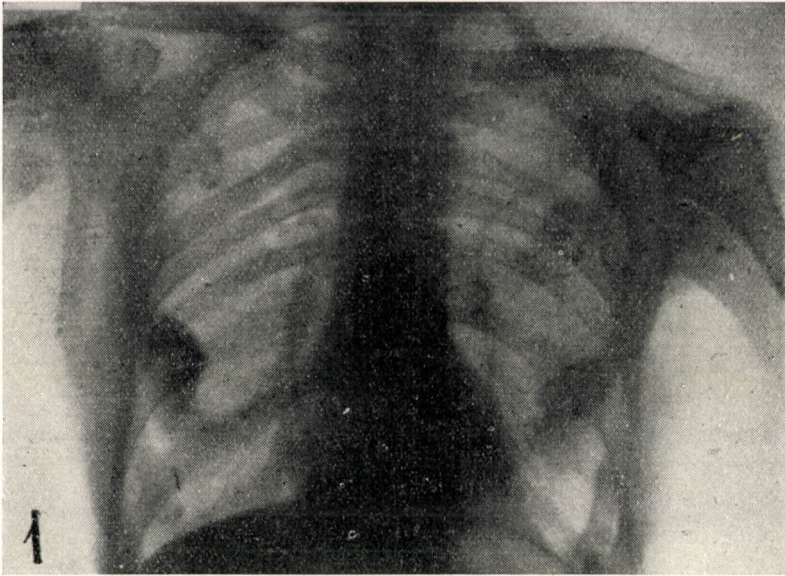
Röntgenaufnahme des knöchernen Thorax.
